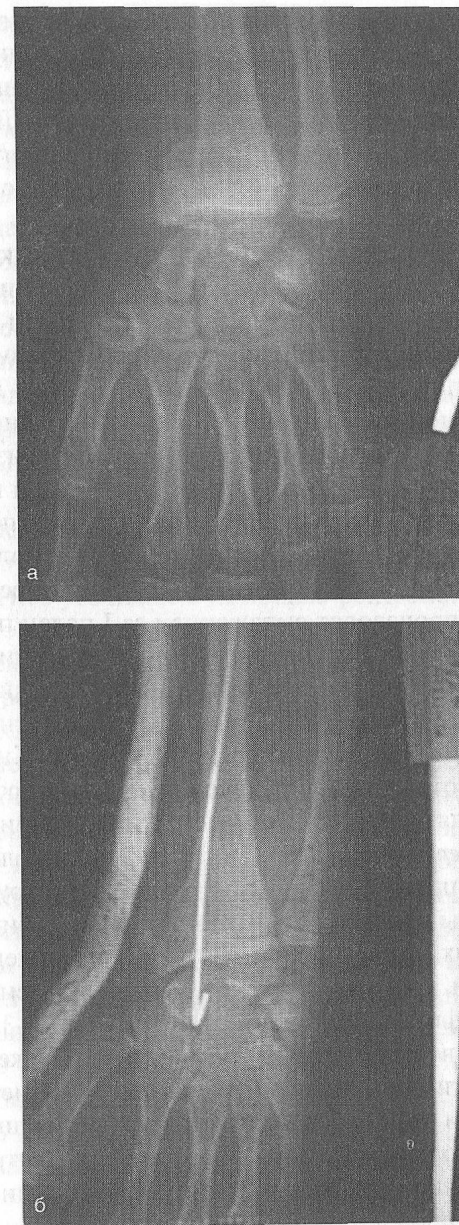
Остеоэпифизолиз дистального метаэпифиза лучевой кости (а); его остеосинтез спицами (б) (рентгенограмма)
